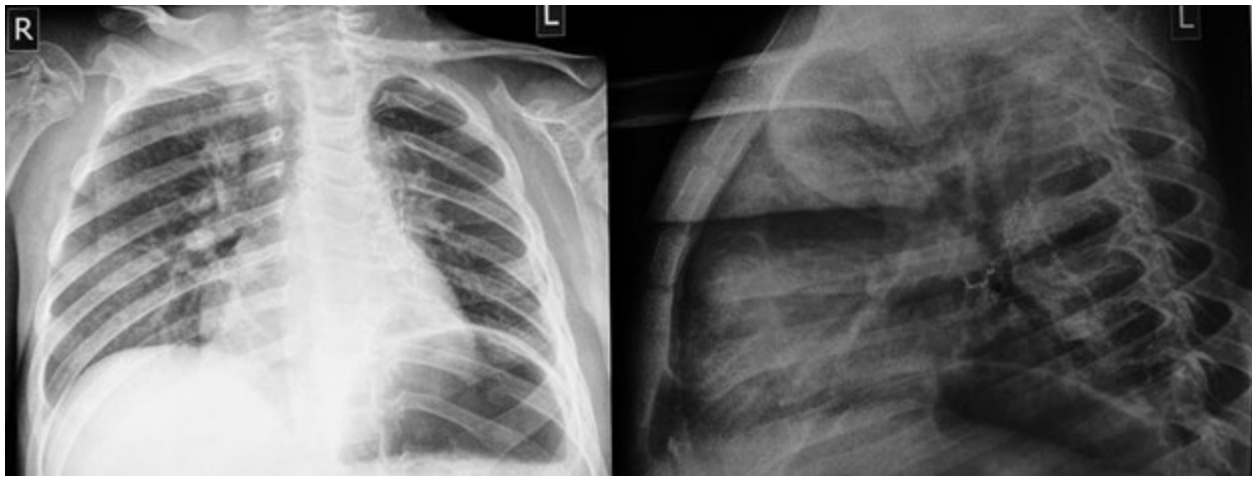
Пацієнт К., 4 роки, рентгенограма після операції
